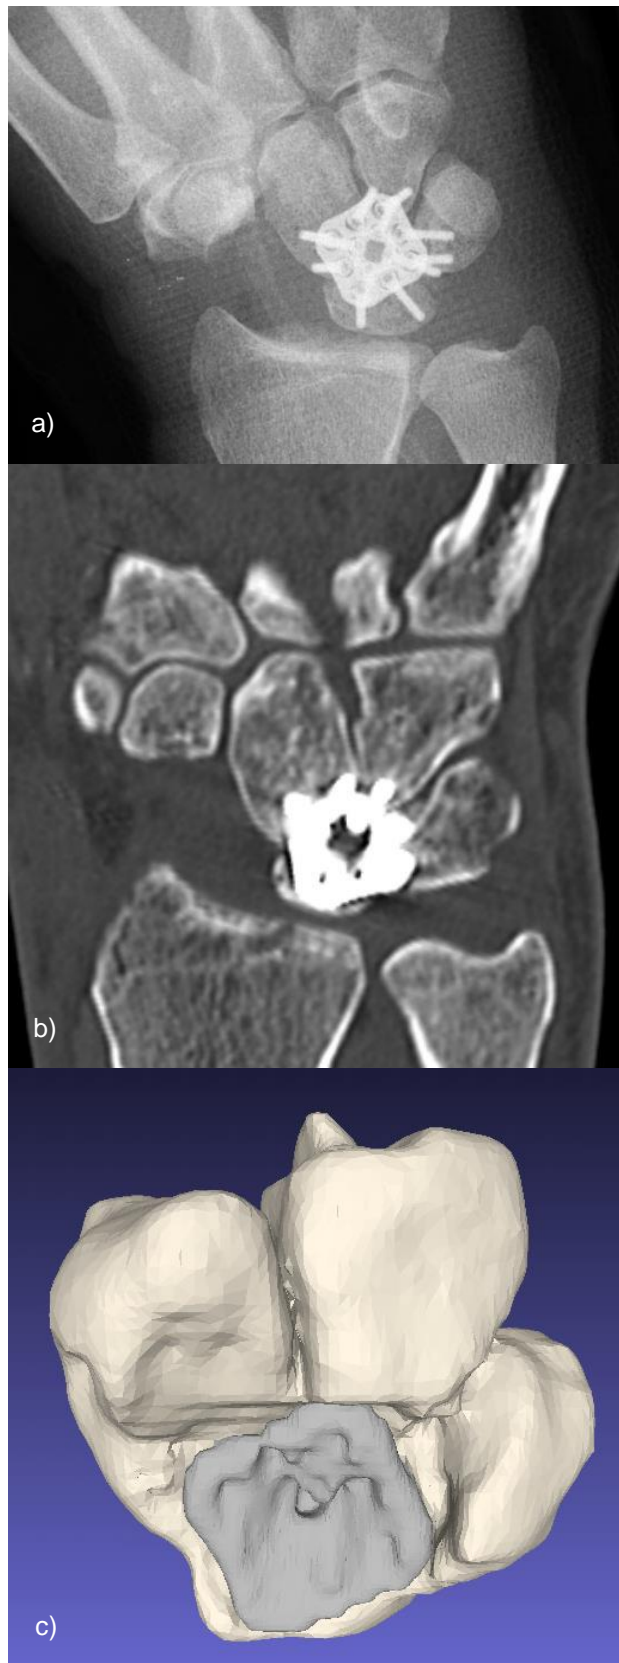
Erscheint die Plattenlage in der in der pa Aufnahme (a) korrekt, kann man im CT (b) und in der 3D Rekonstruktion (c) erkennen, dass die
